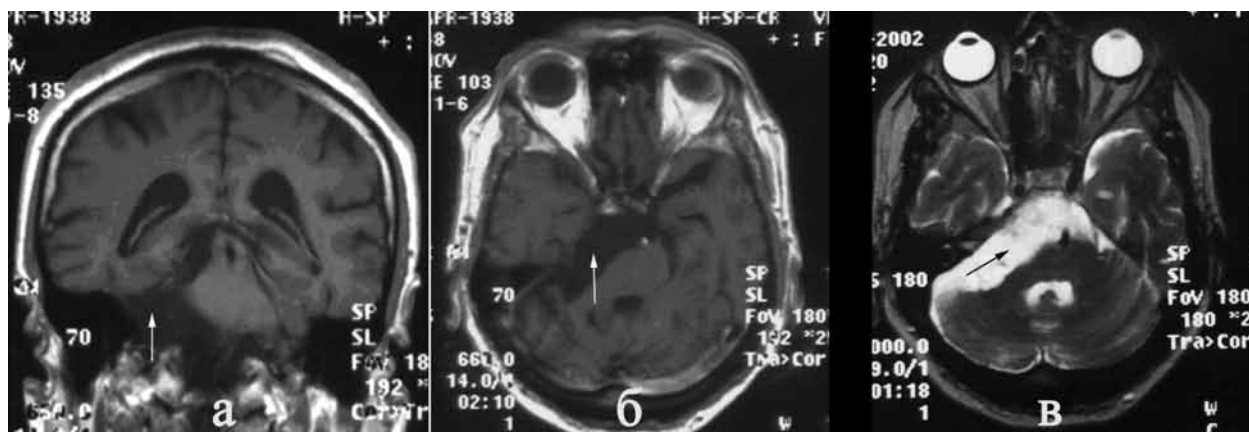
Холестеатома правого мостомозжечкового угла. МРТ головного мозга в T1 (а,б) и T2 (в) взвешенном изображении (а – коронарная проекция; б, в – аксиальная проекция; ткань опухоли указана стрелкой).
